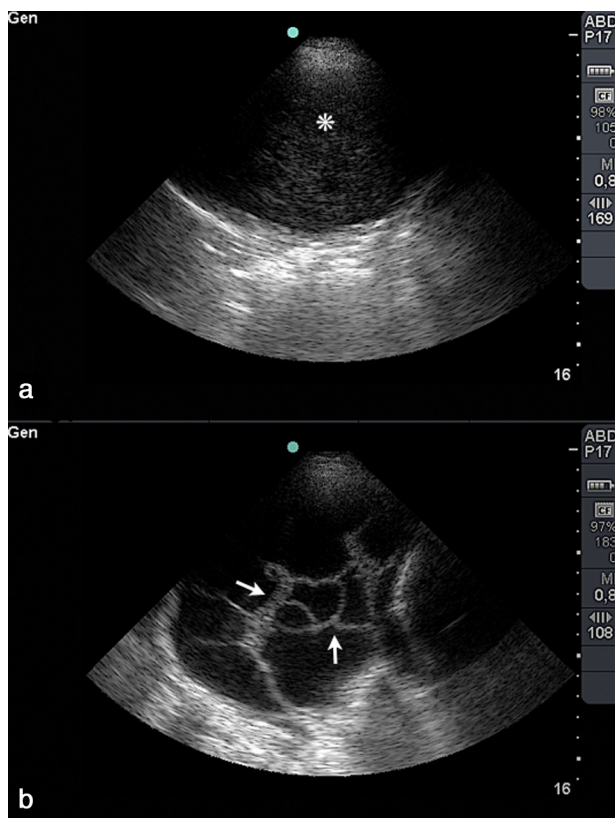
Ecografía de un empiema (a) con ecos internos (asterisco) y de un derrame pleural paraneumónico (b) con septos fibrinosos en su interior (flechas).
